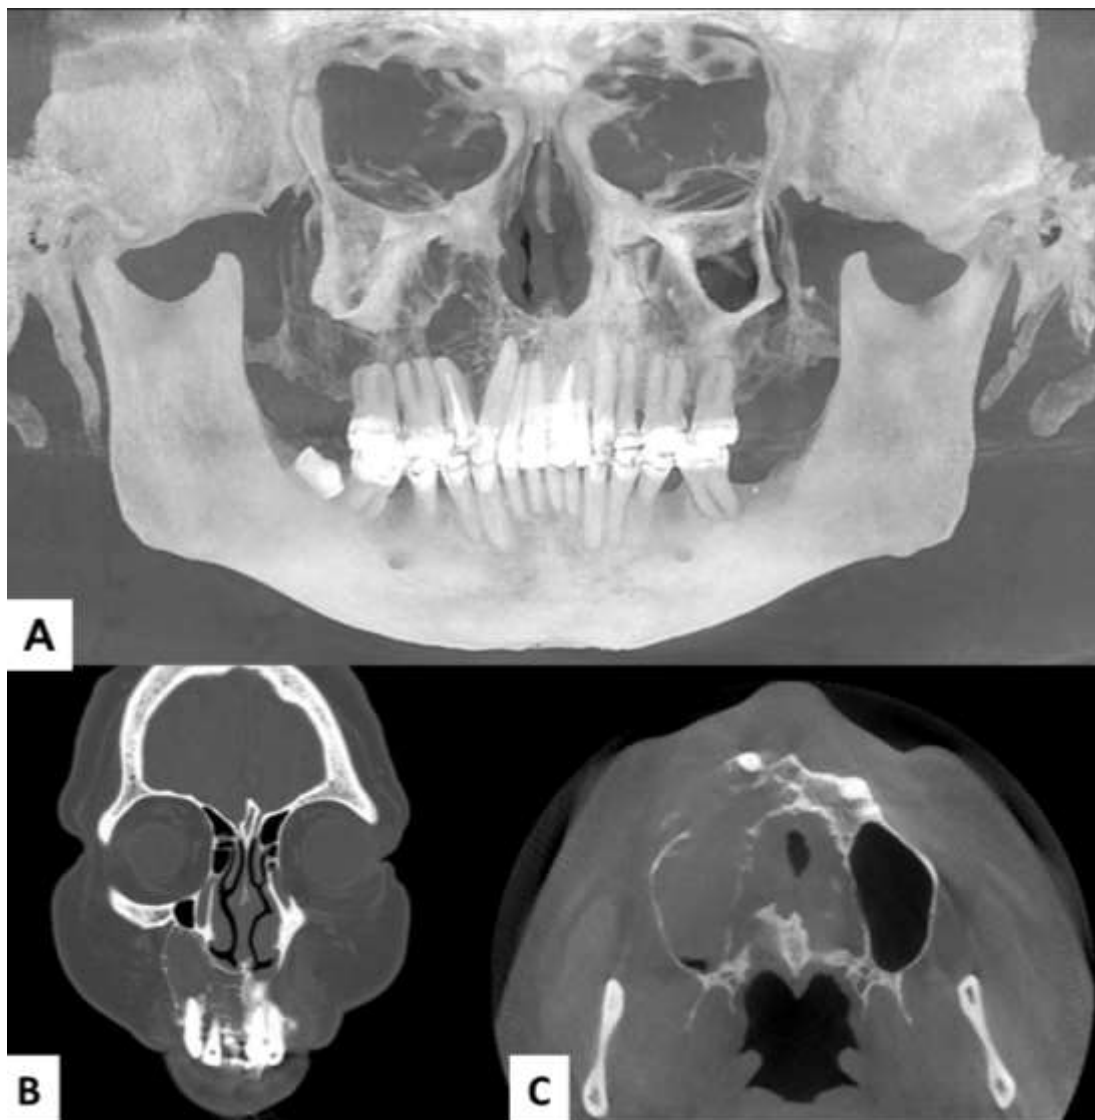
A- Vista Panorámica Simulada en Proyección de Máxima intensidad (MIP) que muestra una lesión de densidad mixta, no delimitada, ubicada en el primer cuadrante. B-Corte coronal de CBCT en donde se reconoce lesión de densidad mixta que sobrepasa la línea media y que adelgaza y abomba ligeramente la cortical externa del maxilar superior y de la fosa nasal ipsilateral. C- Corte Axial de CBCT.
